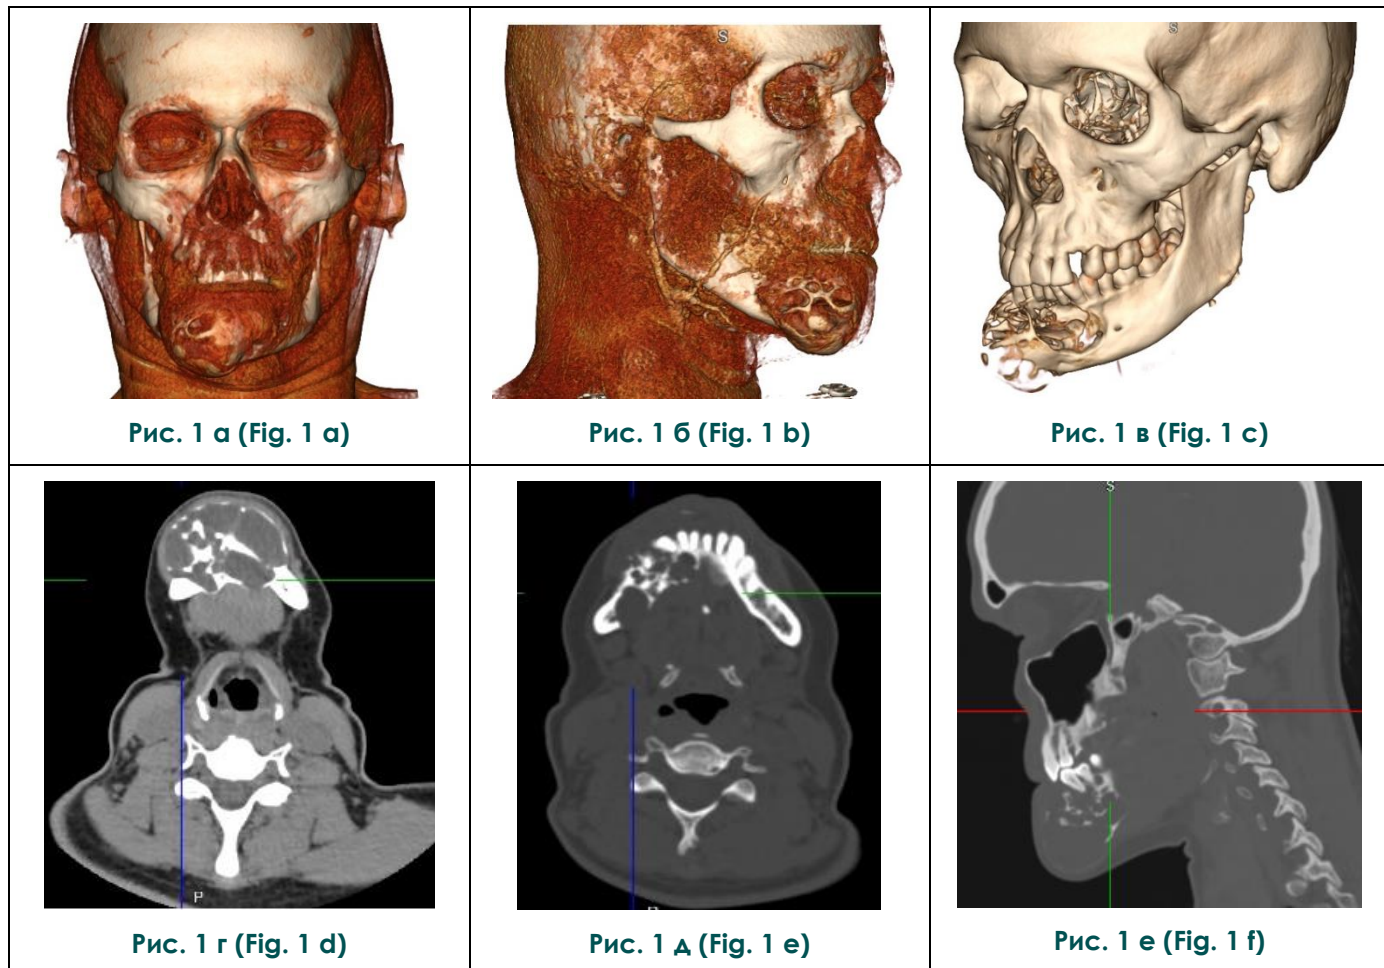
МСКТ. 3D (а, б, в), аксиальные (г, д), сагиттальная (е) реконструкции.
